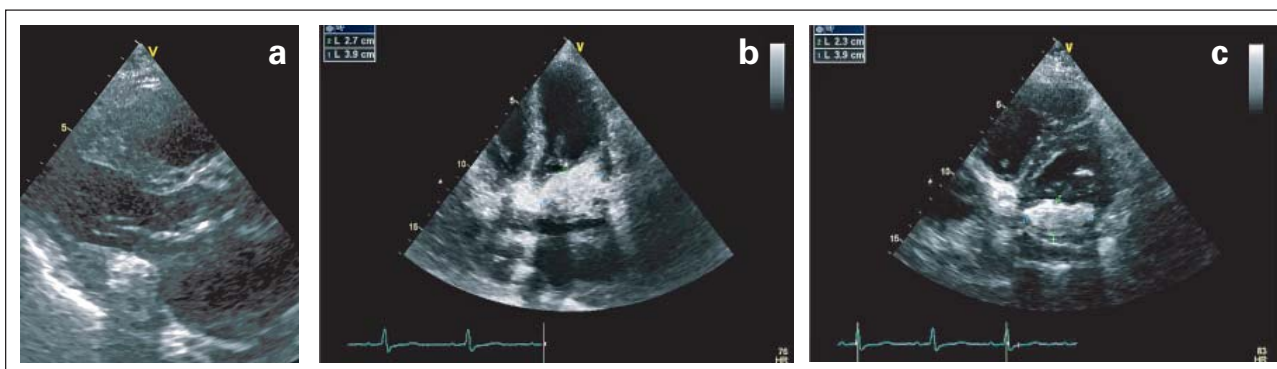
Hyperdense echogene Struktur im Bereich des posterioren Mitralklappenrings: (a) Parasternaler Längsschnitt, (b) Vierkammerblick, (c) parasternaler Querschnitt
